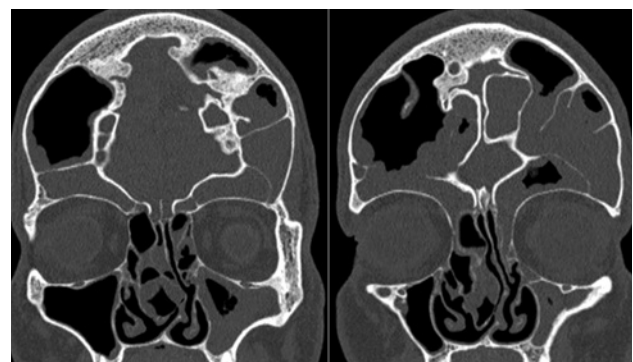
Imagen de TC en corte coronal en el que se visualiza una neumatización extensa del seno frontal, con ocupación parcial del mismo.
